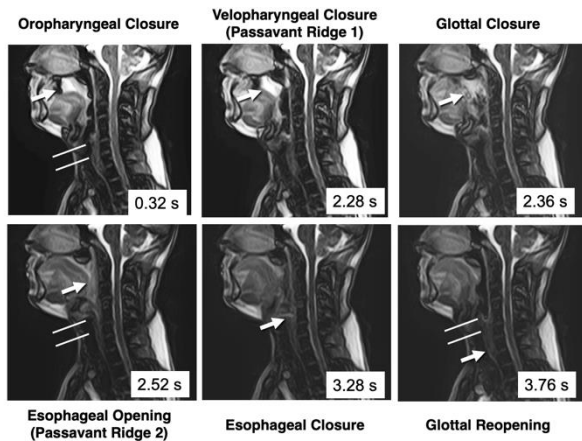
舌癌患者の術後における嚥下時の超高速撮像 MRI
